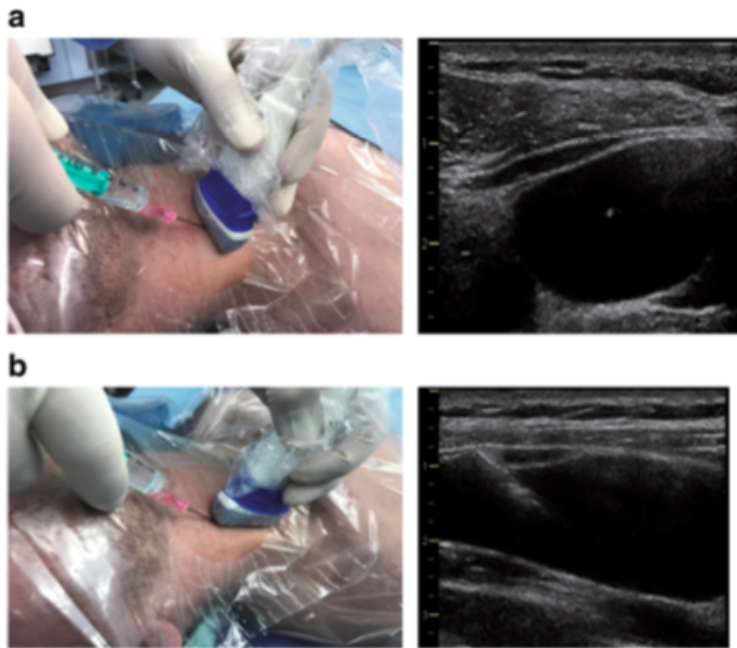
Imagen a) Ultrasonido fuera de plano b) ultrasonido en plano
